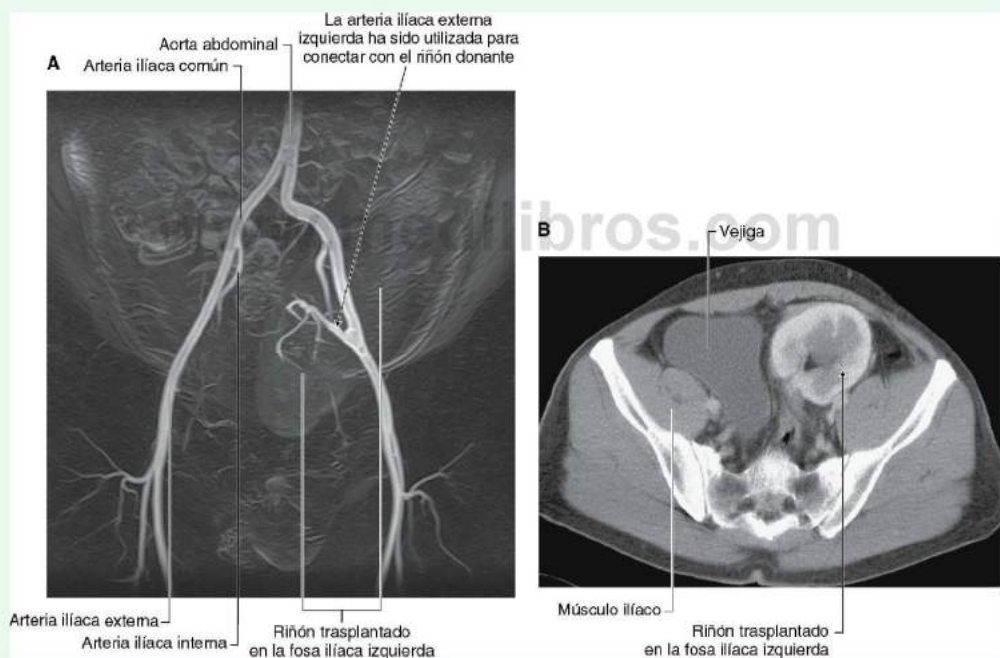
Trasplante renal. A. Esta imagen corresponde a una angioRM de la bifurcación de la aorta. Unida a la arteria ilíaca externa izquierda se encuentra la arteria donante para un riñón que se ha trasplantado en la fosa ilíaca izquierda. B. Tomografía computarizada abdominal en el plano axial que muestra el riñón trasplantado en la fosa ilíaca izquierda.
